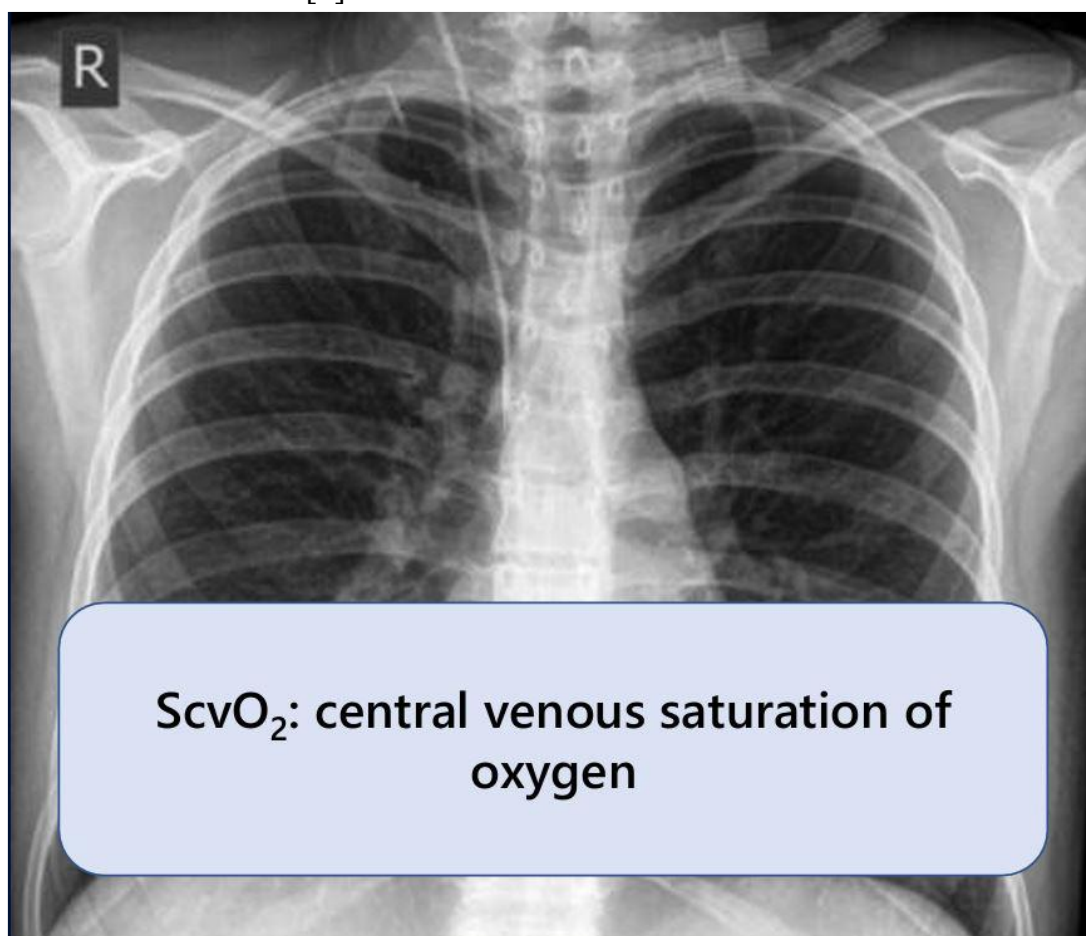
Рентгенограмма грудной клетки, показывающая положение центрального венозного катетера в верхней полой вене, используемого для измерения сатурации кислорода центральной венозной крови ($ScvO_2$) в рамках гемодинамического мониторинга.
